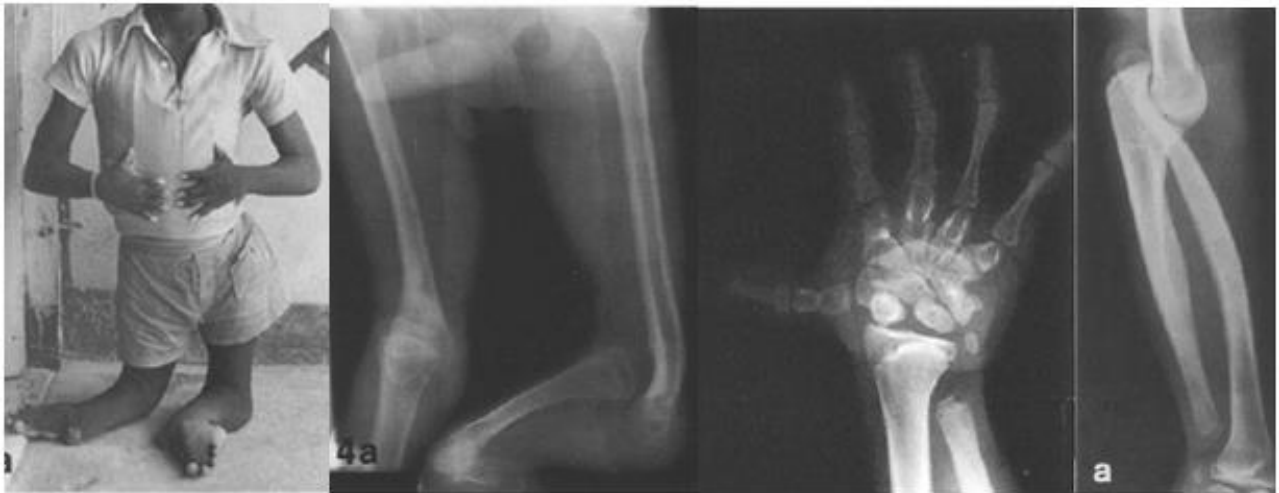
Photographie et radiographie d'un patient atteint de syndrome de Hunter-Thompson, d'après (128).
